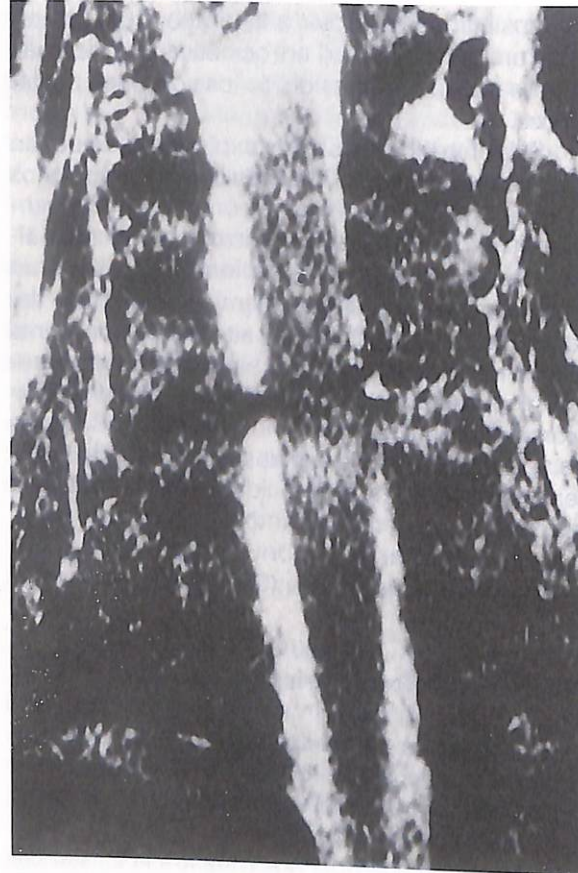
Cambios de señal medular en secuencia de T2 de una IRM indicativo de daño estructural en el tejido nervioso.
